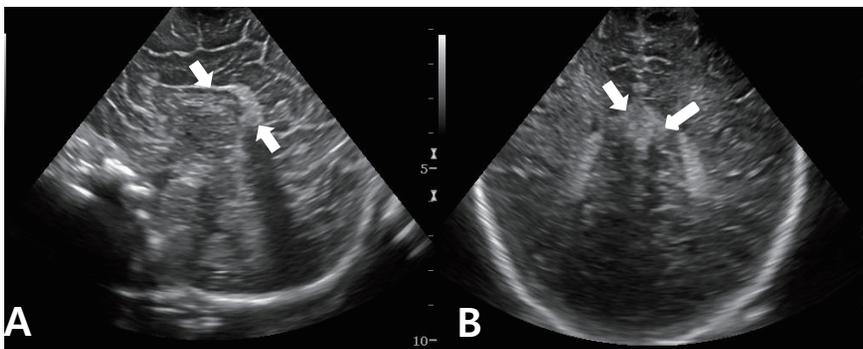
Brain ultrasonography: sagittal (A) and coronal (B) image showing lipoma (arrow) at body to tail portion of corpus callosum.
